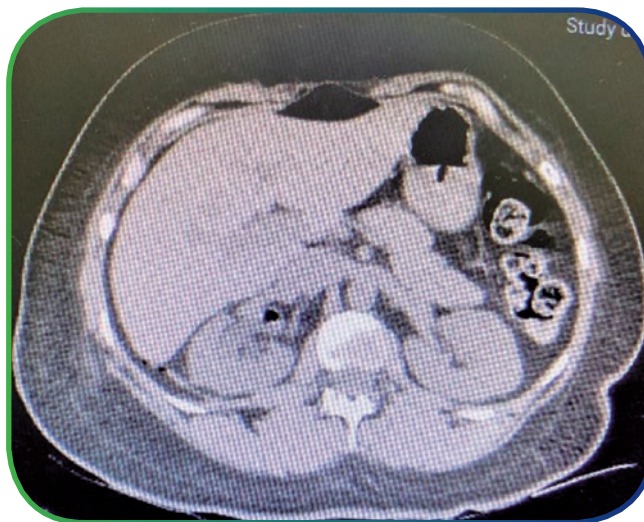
TC de controle pós-operatória.
